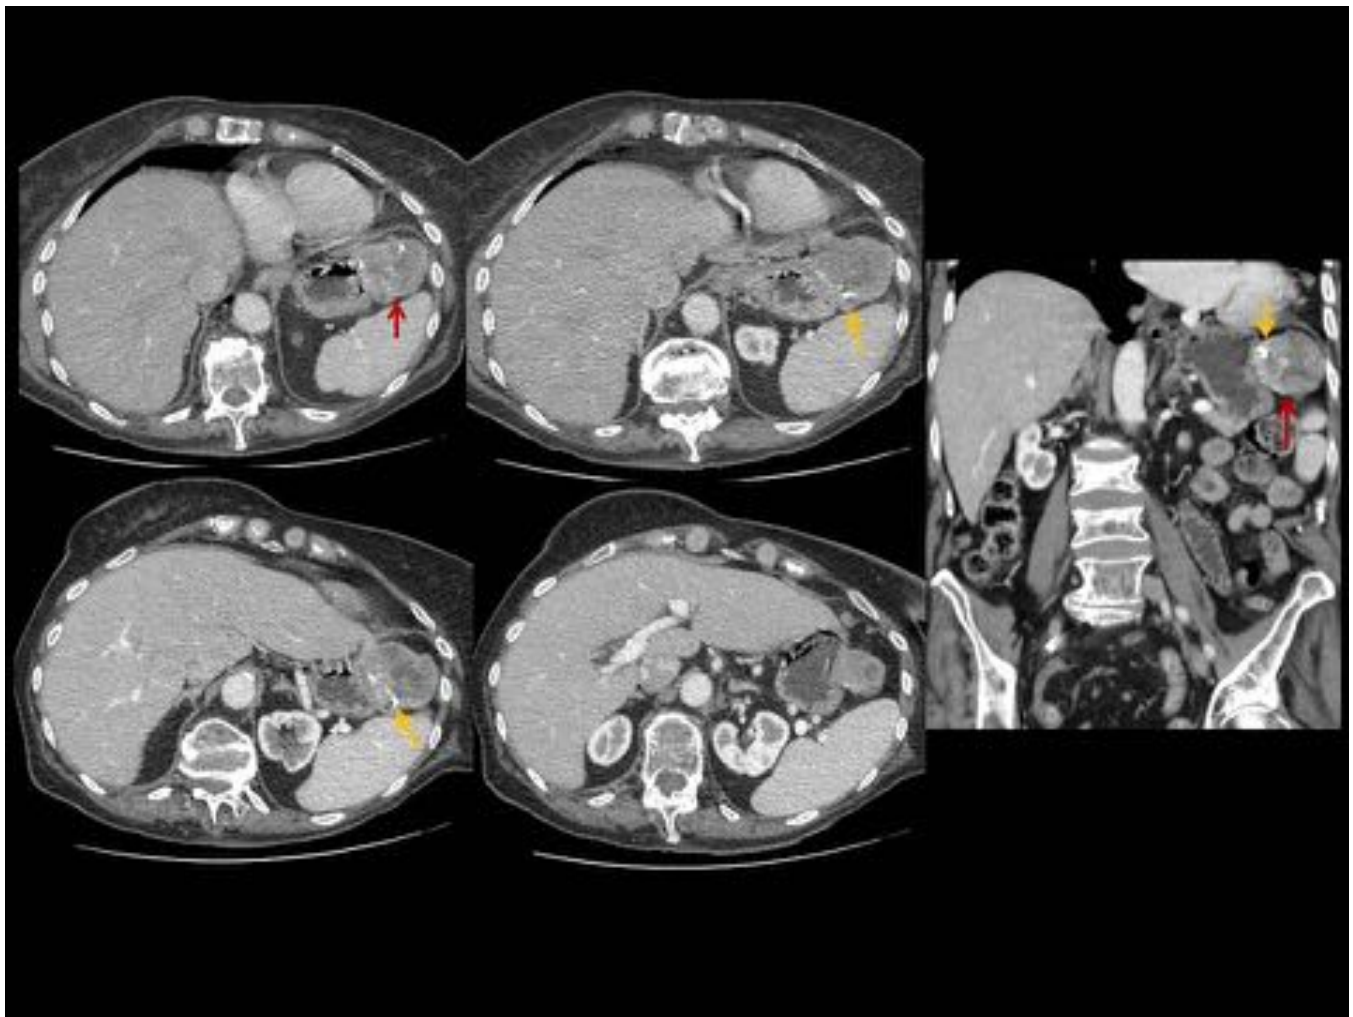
TC con CIV, imágenes axiales y coronal. Masa (flechas rojas) dependiente de cuerpo gástrico, en curvatura mayor, de crecimiento exofítico, con calcificaciones groseras (flechas amarillas), y heterogénea, con mayor realce en la periferia del tumor y con centro hipodenso. GIST gástrico.
